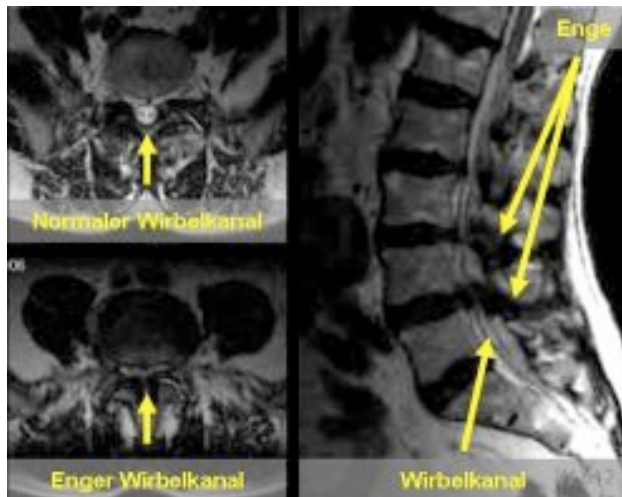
MRT-Aufnahme axial und sagittal einer SKS
